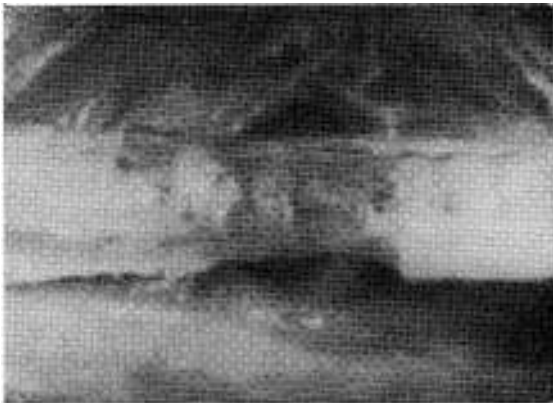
Pieza de necropsia correspondiente a la radiografía anterior. Reabsorción avanzada de los cartilagos del implante con sustitución por fibrosis retráctil que estenosa la luz.
